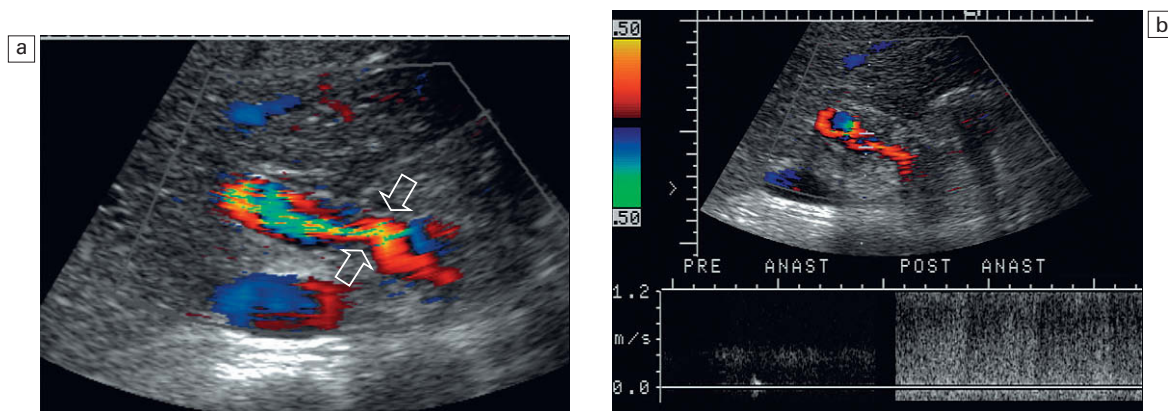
a) Imagen de Doppler color de la vena porta en la región de la anastomosis. Obsérvese el área de relativo estrechamiento en el punto de la anastomosis (flechas). Se puede ver un chorro de alta velocidad con falso espectro introduciéndose en la vena porta del donante. El trazado Doppler espectral en ambos lados de la anastomosis (b) tiene que establecerse con parámetros bajos para que se pueda proyectar el flujo venoso portal preanastomótico relativamente lento. Como resultado, el trazado postanastomótico (postestenósico) muestra un alto grado de falso espectro. Esta medida comparativa de velocidad en un trazado se puede conseguir desplazando el volumen de muestreo a través de la anastomosis y permite una comparación precisa de las velocidades pre y postanastomóticas. Gradientes de velocidad de menos del cuádruple probablemente no van a resultar significativos desde el punto de vista hemodinámico.
